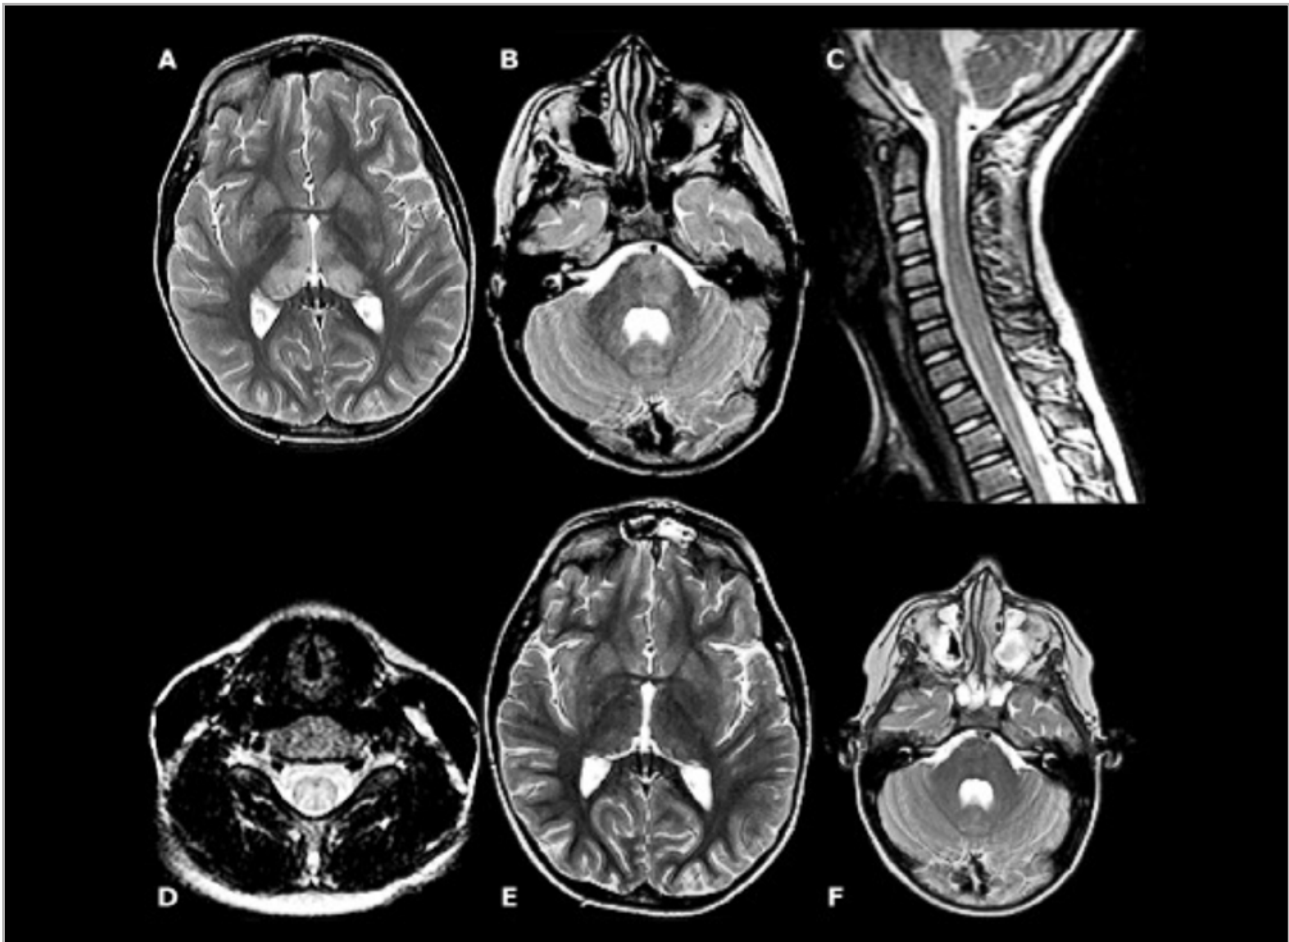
Resonancia magnética (RM) craneal y medular de un niño de 7 años con encefalomiелitis aguda diseminada (acute disseminated encephalomyelitis –ADEM–). A: RM craneal T2 con lesión hiperintensa simétrica en la sustancia gris profunda, incluyendo el tálamo bilateral; B: RM craneal T2 con lesión hiperintensa en la hemiprotuberancia izquierda; C: RM cervical sagital en T2 con lesión hiperintensa centromedular; D: la RM axial ponderada en T correspondiente revela que la señal alta es principalmente posterior; E y F: un mes después, las imágenes axiales ponderadas en T2 demuestran la resolución de los hallazgos en la materia gris profunda (E) y la protuberancia (F).
